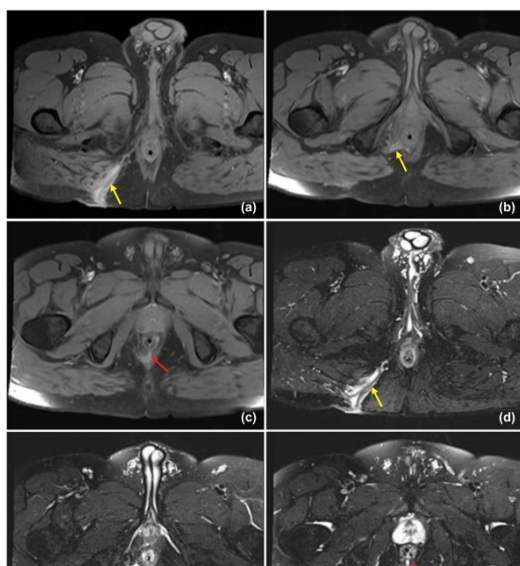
MRI πύελου T2W ακολουθία: a-c. εγκάρσια και d. στεφανιαία απεικόνιση σύνθετου διασφιγκτηριακού συριγγίου με συνοδό φλεγμονή
